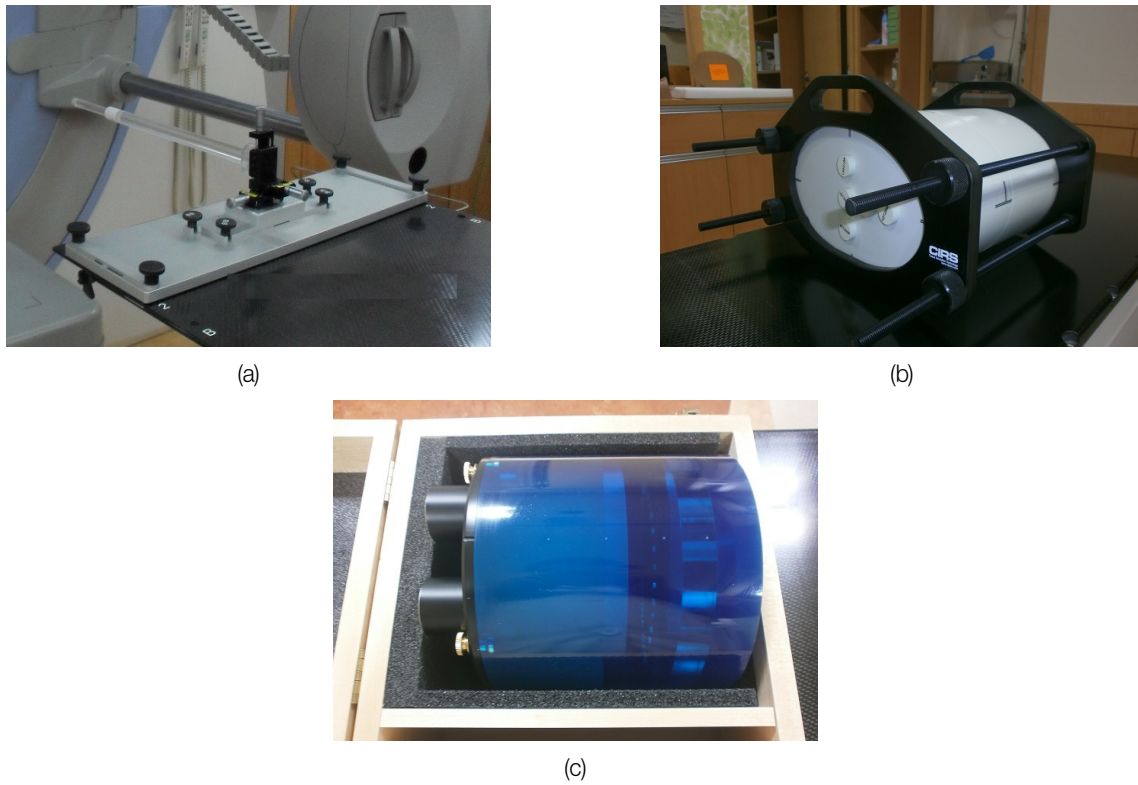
The QA Phantoms for CBCT system. (a) Ball-bearing phantom, (b) Homogeneous phantom, (c) Catphan503 phantom
